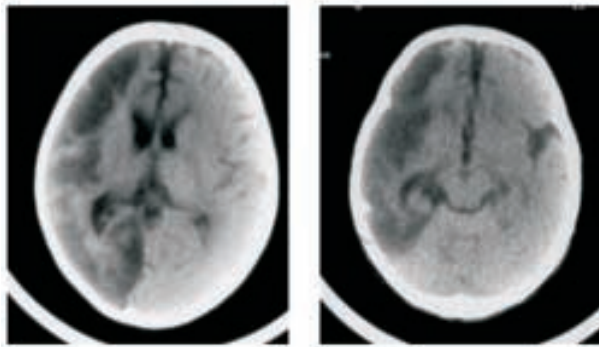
Tomografía computada de cráneo sin contraste a los 3 meses de edad que muestra hipodensidad córtico-subcortical fronto-témporo-parieto-occipital derecha con asimetría y dilatación de los cuernos frontal y esfenoidal, y carrefour del ventrículo lateral de ese lado. El aspecto es de isquemia evolucionada de los territorios superficiales silviano y cerebral posterior derechos
